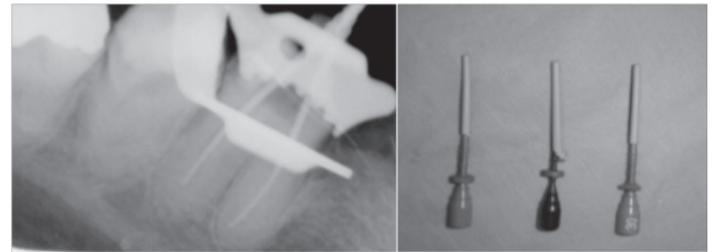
Se observa la radiografía con los verificadores de longitud y los núcleos plásticos seleccionados ,recubiertos con gutapercha.
